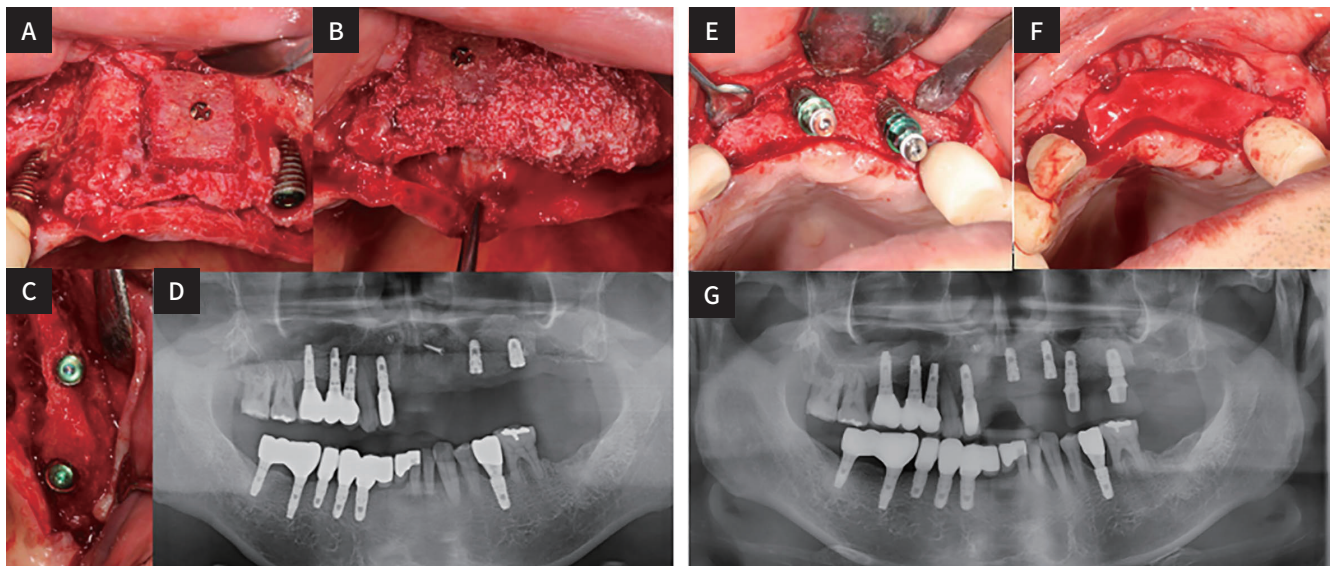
Clinical and radiographic view of maxillary anterior area 2nd GBR* and i21,23,24,26 implant fixture placement. (A), (B) and (C) Maxillary anterior area 2nd GBR* with block bone graft and i24,26 implant fixture placement, (D) Panoramic radiograph after 2nd GBR* and i24,26 implant fixture placement, (E) and (F) i21,23 implant fixture placement, (G) Panoramic radiograph after i21,23 implant fixture placement. (*GBR, Guided bone regeneration).
